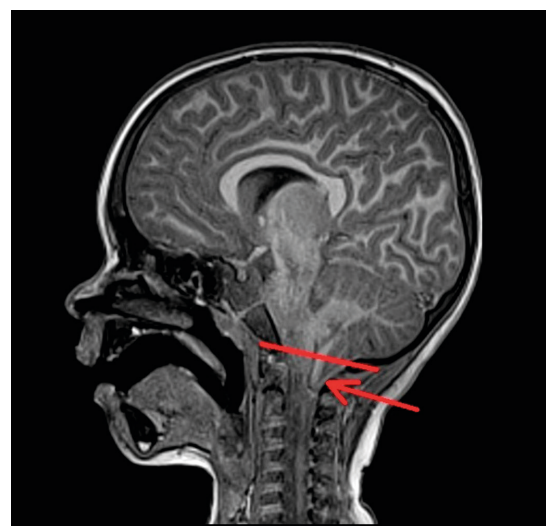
МРТ головного мозга пациента. Визуализируется опущение части мозжечка (стрелка) ниже плоскости большого затылочного отверстия (линия)
